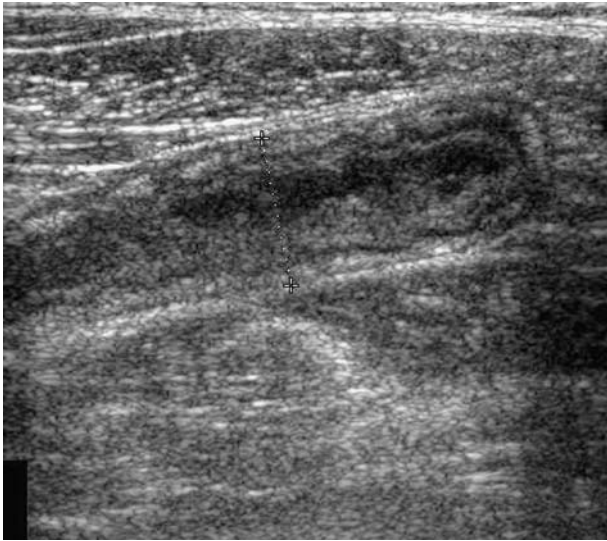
Échographie d'une atteinte inflammatoire de l'appendice : boudin digestif élargi, avec paroi épaissie et interruption focale de la sous-muqueuse suggestive d'une nécrose pariétale.
